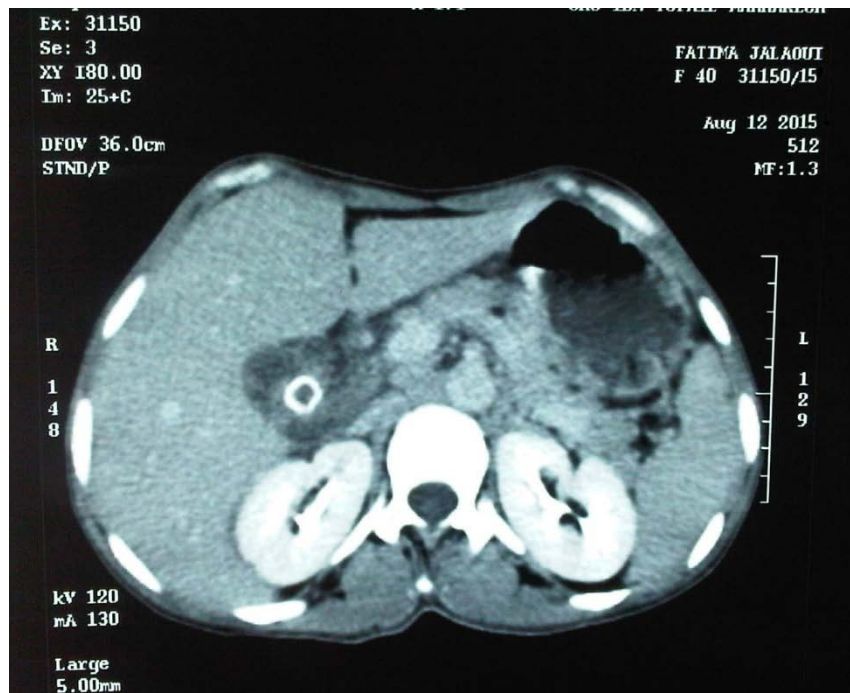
Image d'une TDM abdominale en coupe transversale montrant un aspect de cholécystite aiguë. Vésicule biliaire multi lithiasique à paroi épaissie. Cet épaississement est circonférentiel et prenant le contraste après injection.
